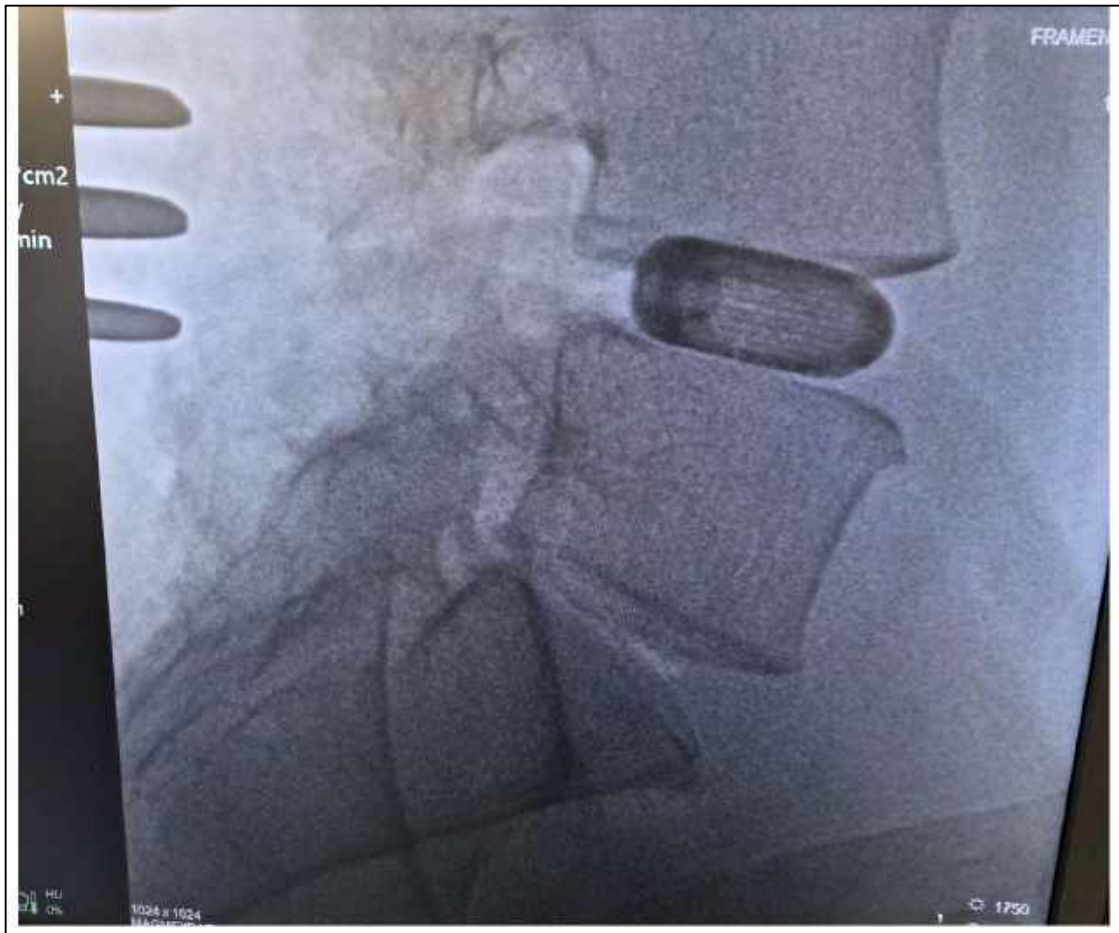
Інтраопераційний рентгенологічний контроль положення міжтілового кейджа в бічній проєкції на рівні оперованого сегмента L4–L5.
